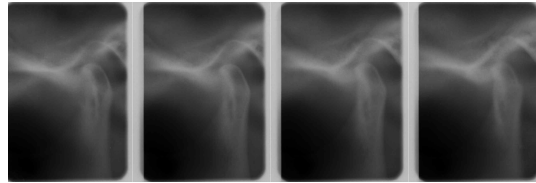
Lateral tomography
